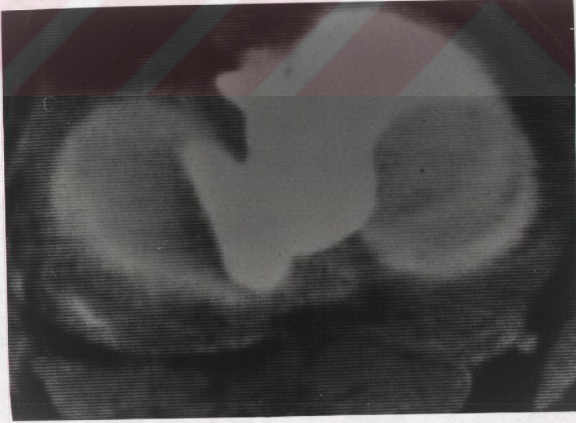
Bilgisayarlı tomografi. içte periferik uzanan düzensiz hipodens çizgi.
